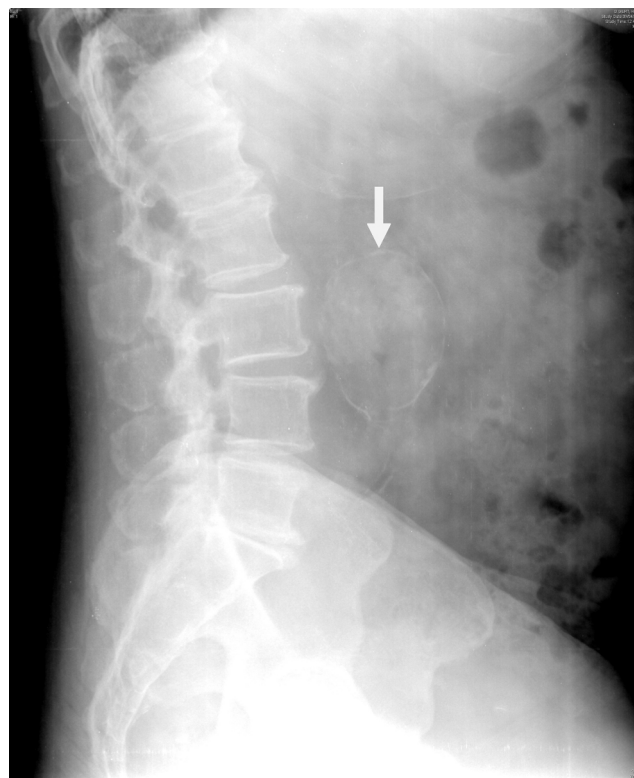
Radiografía de columna lumbosacra (vista lateral) donde se observa la dilatación sacular calcificada aneurismática de la aorta.
